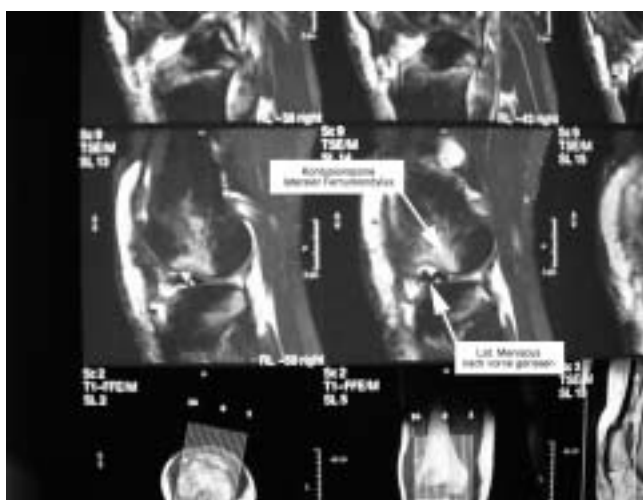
MRI sagittal, T2 gewichtet: Fettsuppression: Kontusion des lateralen Femurkondylus, Luxation des lateralen Meniscus nach anterior.
